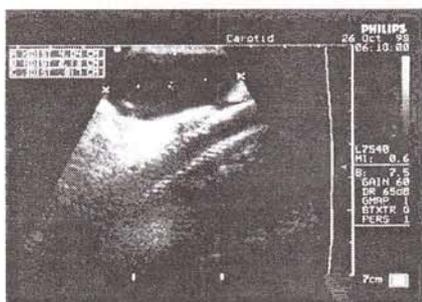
УЗИ больного с лимфоцеле, полость с лимфой подлечит к зоне дистального анастомоза.
